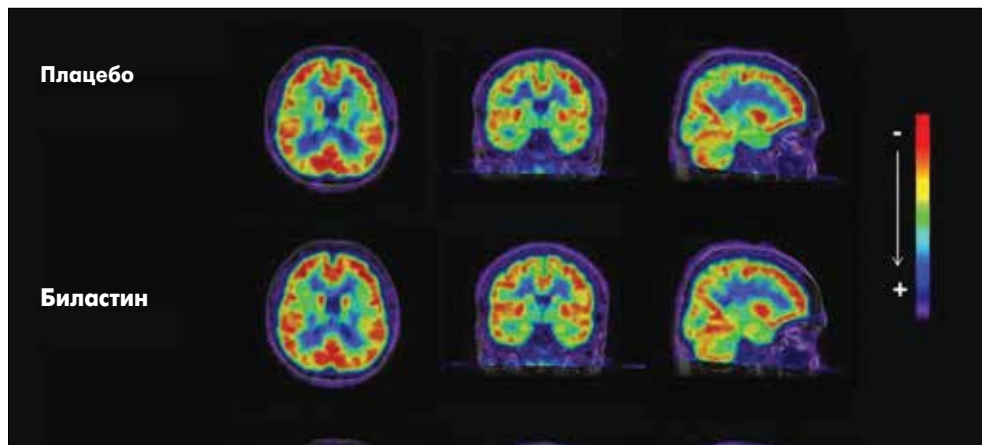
Результаты ПЭТ в основной и контрольной группах
